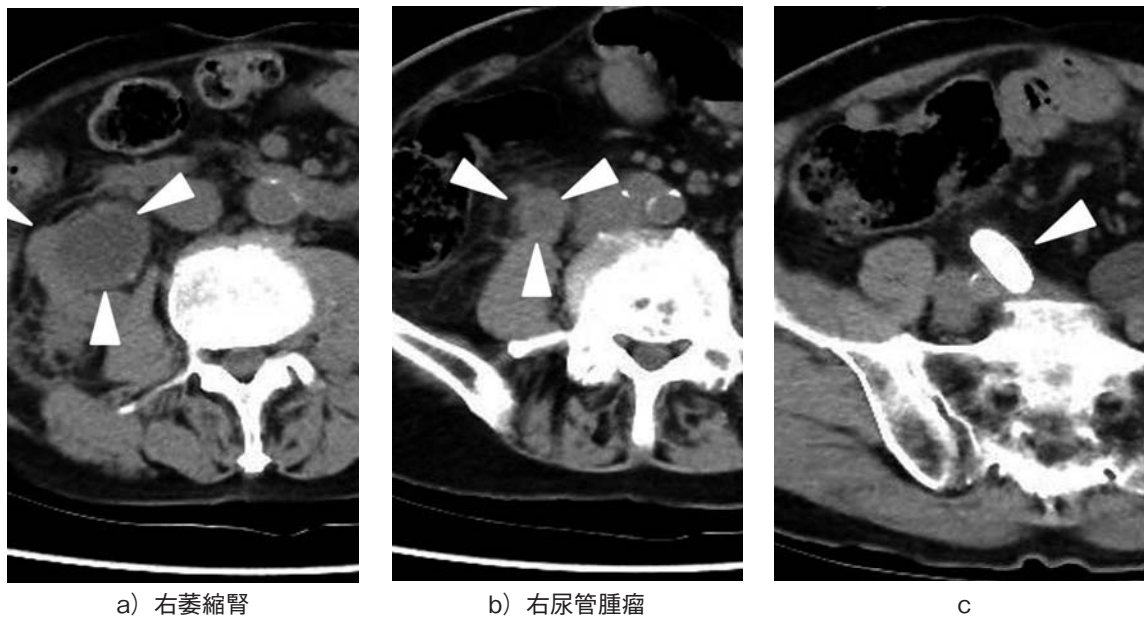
a-c: Plain CT demonstrated a 16 mm mass of the right ureter (b, arrow) with right hydronephrosis (c, arrow) and renal atrophy (a, arrow).
